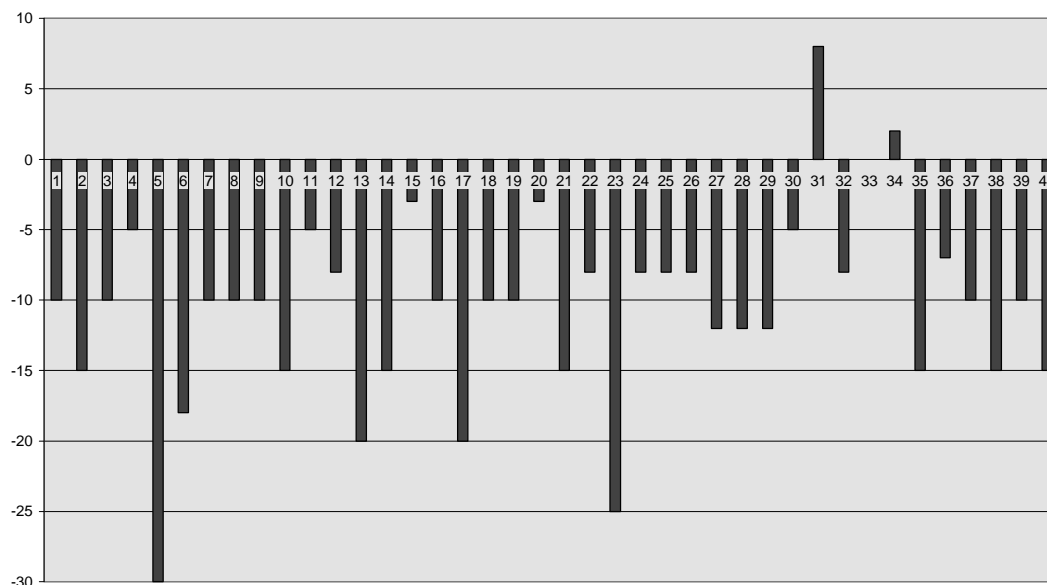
PCP individuales de los 40 pacientes en el territorio frontal del hemisferio cerebral en el que se ha inyectado el amobarbital. Las barras verticales representan el PCP de cada paciente durante el TAS en el territorio frontal. A modo de ejemplo, el paciente n° 1 tiene un PCP de -10% y el paciente n° 2 de -15%. Es decir, la inyección intracarotídea de amobarbital provocó una disminución de la perfusión del 10% en el paciente 1 y del 15% en el paciente 2, con respecto a la perfusión frontal del SPECT cerebral basal.
